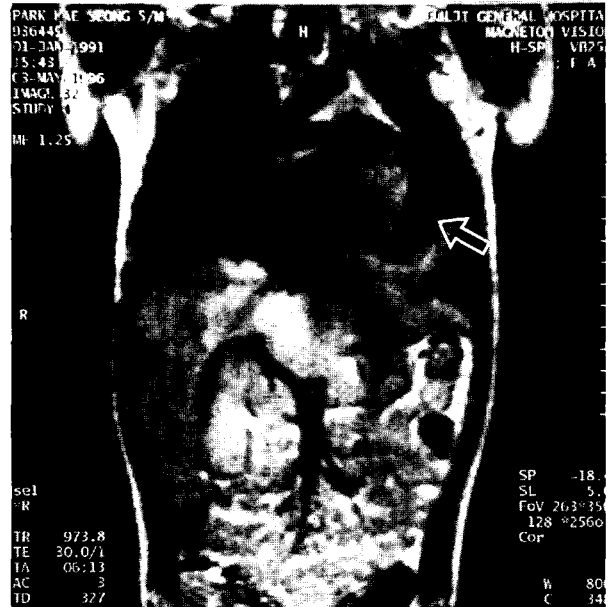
MRI of heart. Coronal section. The arrow indicate LV Aneurysm
